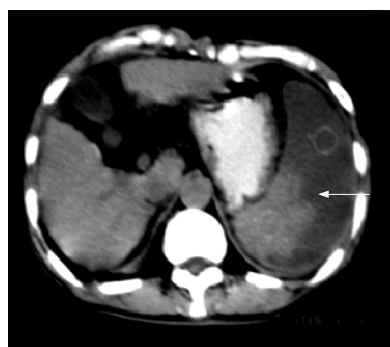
栓塞后CT扫描显示大面积低密度改变, 即梗死区.
